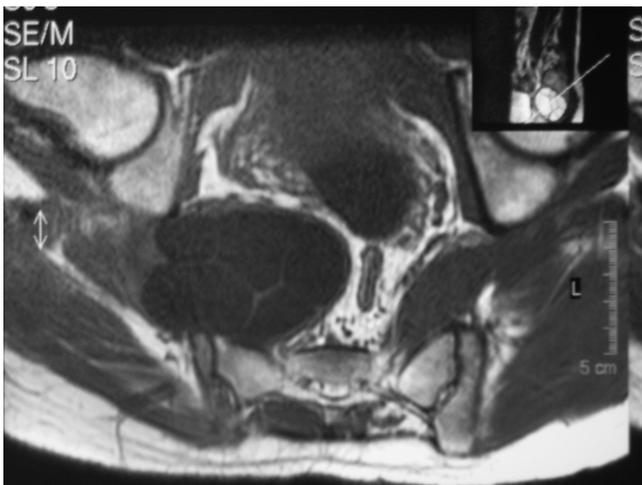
Lesión quística compleja intramuscular en imagen de resonancia magnética.
